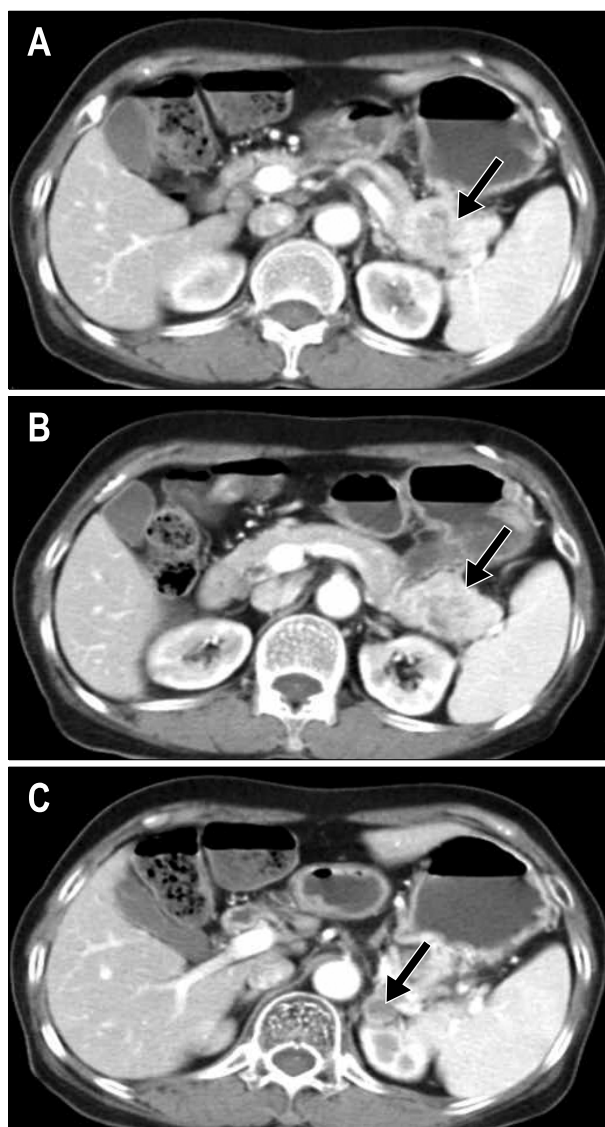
(A, B) Portal phase CT images showed a well-demarcated and heterogeneously enhancing mass (arrows) with a lobulating margin in the tail of the pancreas. (C) CT image cranial to A and B demonstrated a low attenuating small nodular lesion (arrow) in left adrenal gland.
